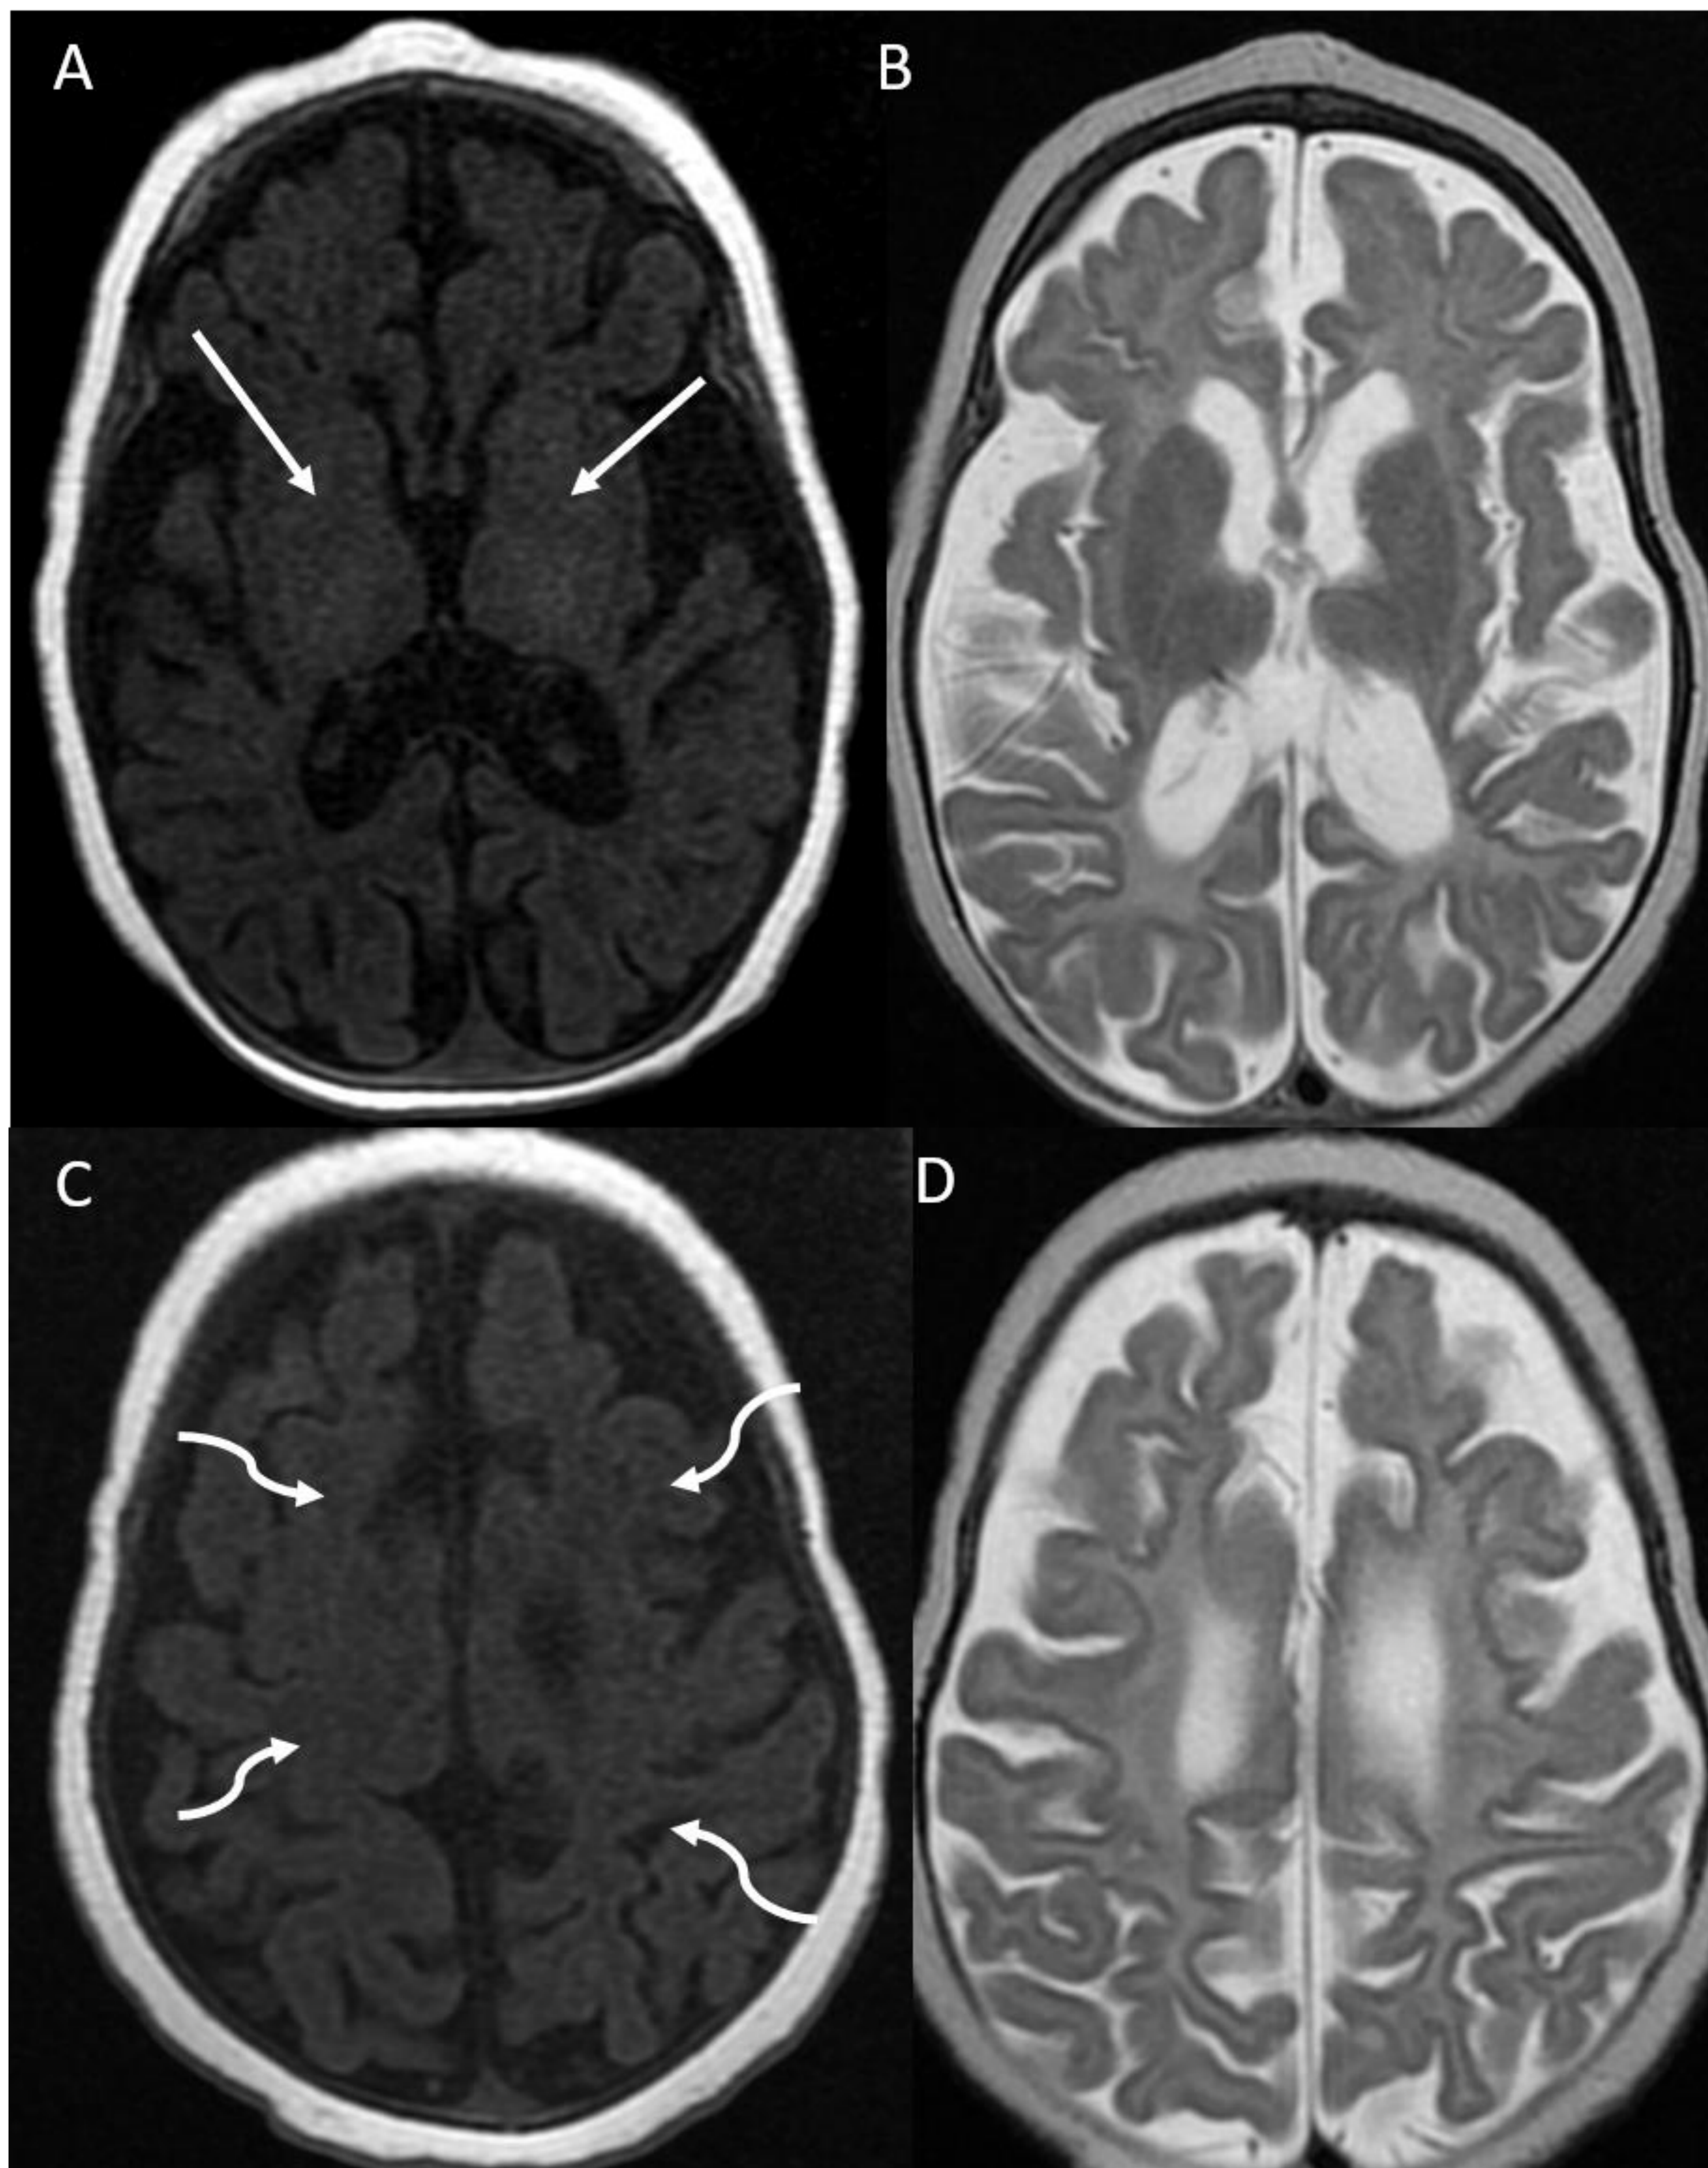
Lactante de 6 meses de edad con retraso psicomotor. Se muestran secuencias de RM potenciadas en T1 (A y C) y T2 (B y D) que muestran marcada hipomielinización con hipointensidad de la sustancia blanca en T1 e hiperintensidad en T2, más concretamente a nivel de ambas cápsulas internas (flechas rectas) y a nivel de los centros semiovais (flechas curvas), cuyas localizaciones ya deberían estar mielinizadas desde los 3 meses. Existe además marcada atrofia cerebral y cerebelosa generalizada con dilatación secundaria del sistema ventricular.
